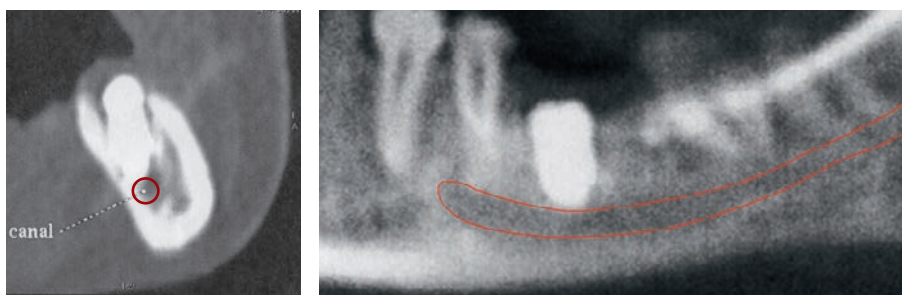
Фрагмент компьютерной томограммы пациентки Т. из второй группы
